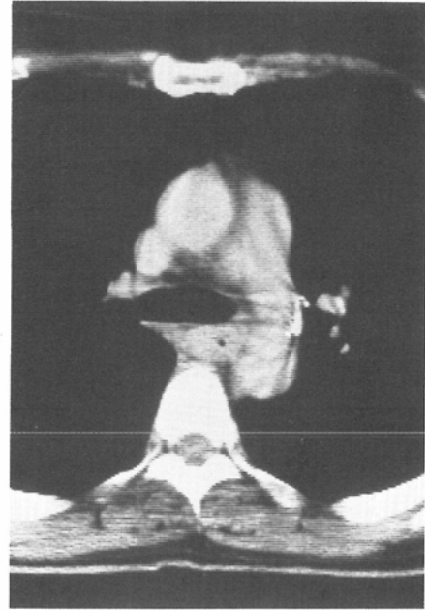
Diffuse thickened-wall type. CT shows tumor as diffuse thickness of esophageal wall. This is A₀ case.
